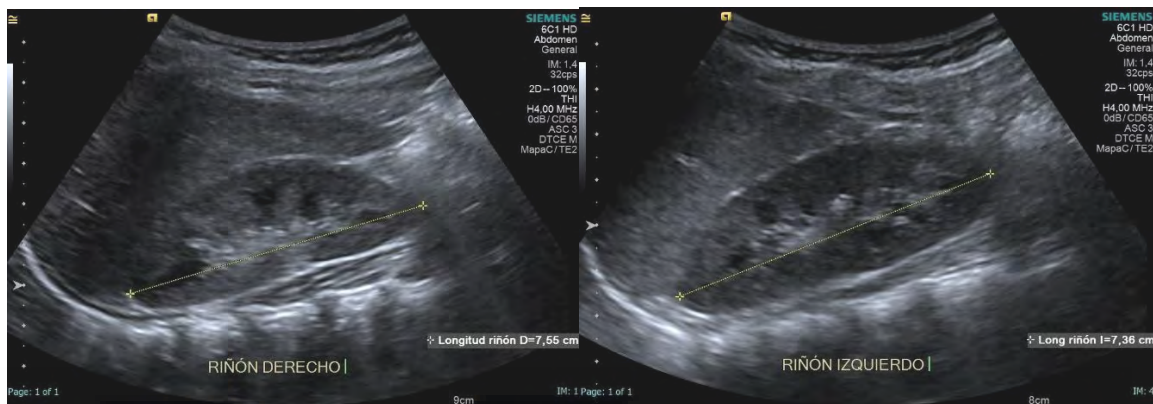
Imágenes de ecografía renal bilateral en escala de grises, de paciente en edad lactante en eje longitudinal. Imagen del autor (2025).
